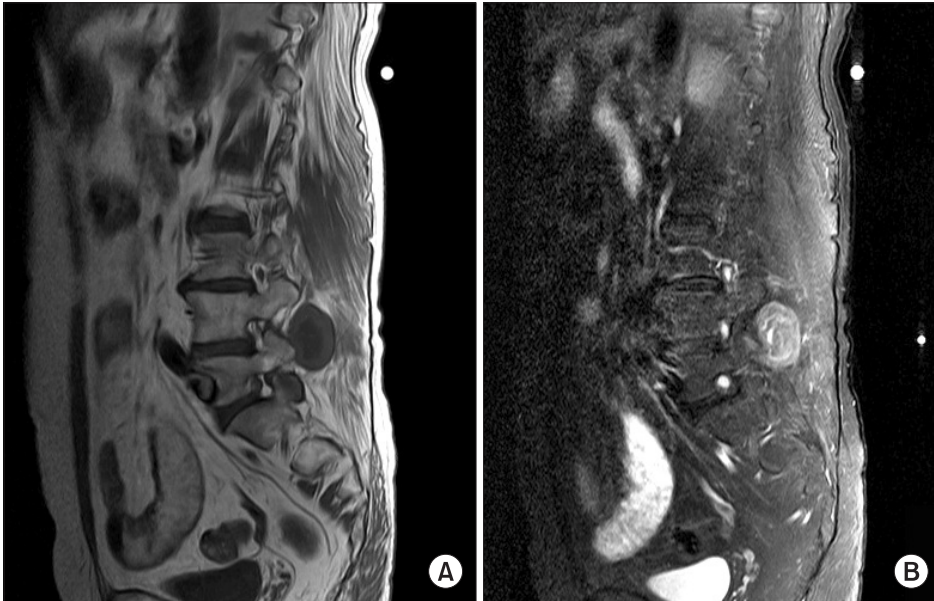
(A) Sagittal T1-weighted magnetic resonance image (MRI) shows hypointense, ellipsoid lesion with a central hypointense nidus in the left paravertebral soft tissue at the level of L4-5. (B) Sagittal T2-weighted MRI with contrast medium demonstrates a ring-enhanced, hyperintense lesion.
